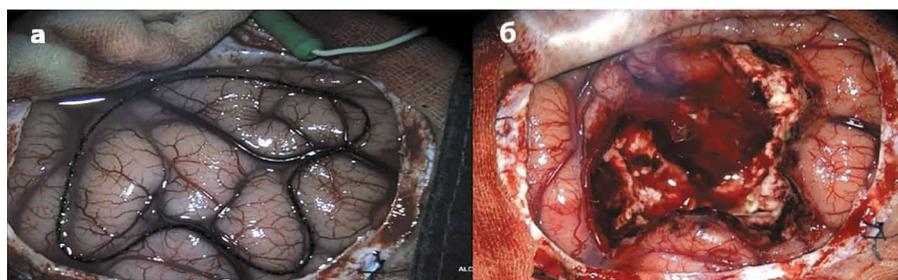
Процесс удаления: а — границы опухоли определены с помощью УЗИ и обозначены нитью; б — состояние после субпиального удаления.
